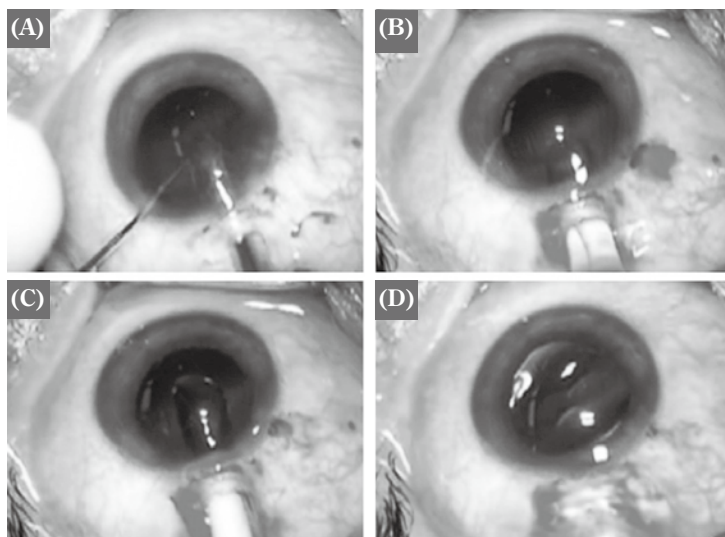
超音波水晶体乳化吸引術でのアクリル製眼内レンズ挿入
